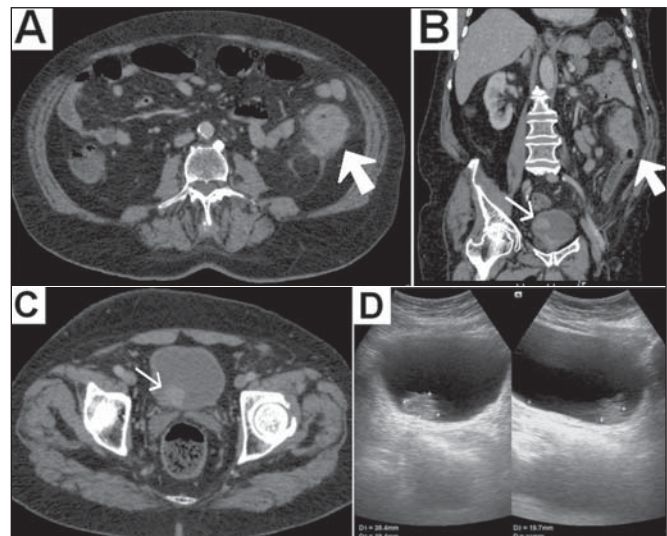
A,B: Tomografia computadorizada do abdome, fase portal após administração de meio de contraste intravenoso, corte axial e reconstrução coronal oblíqua, respectivamente, exibindo lesão expansiva sólida e irregular, concêntrica e estenosante no cólon descendente, apresentando realce heterogêneo, associada a densificação dos planos adiposos adjacentes (A,B – seta grande). Nota-se, também, lesão vegetante vesical realçante e de contornos irregulares (B – seta pequena). C: Corte tomográfico axial, fase porta após administração de agente iodado intravenoso, demonstrando lesão vegetante realçante e de contornos irregulares, localizada na parede posterolateral direita da bexiga (seta). D: Ultrassonografia vesical via abdominal confirmando a lesão mural.
